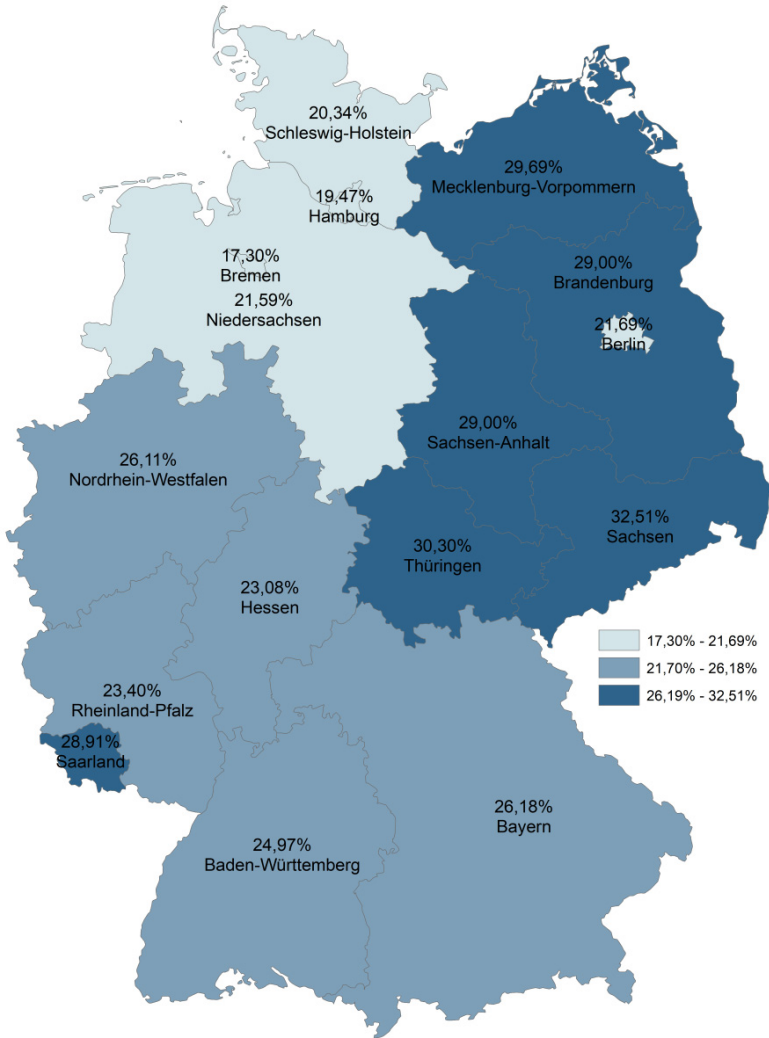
Regionales Verordnungsgeschehen von Antidemementia bei Demenz bei der TK im Jahr 2017
